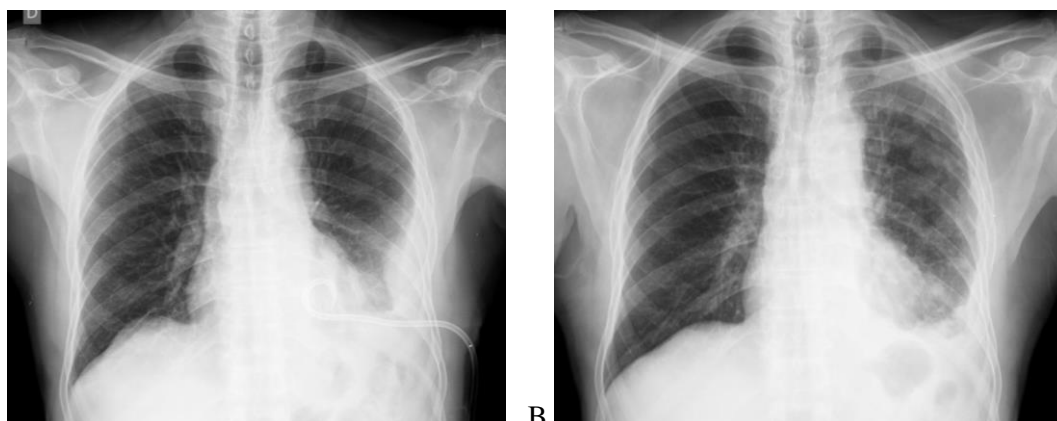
Radiografias de paciente com expansão pulmonar parcial, mas que permitiu a realização da pleurodese. A: Após a drenagem pleural. B: Controle 3 meses após a pleurodese.
